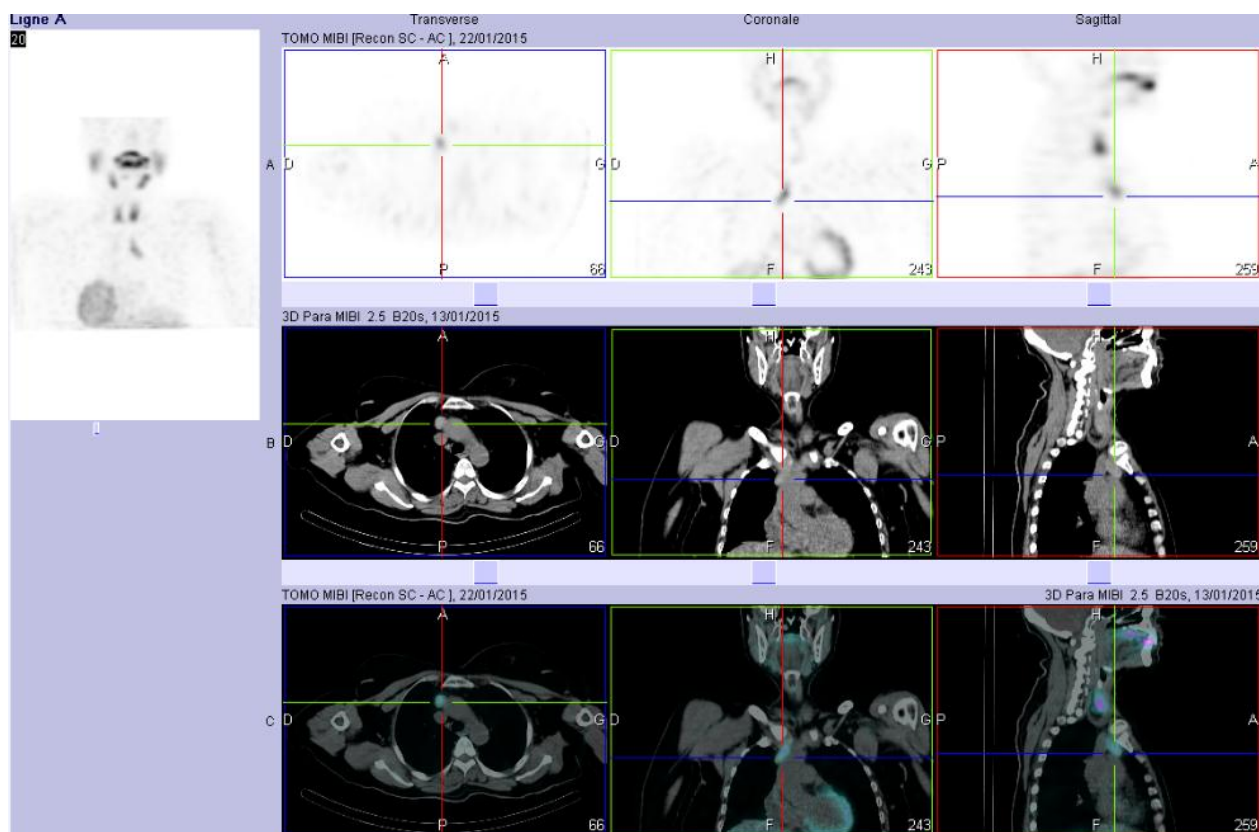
TEMP TDM objective un foyer hyperactif en regard d'une structure nodulaire au niveau du médiastin antérieur en avant de la veine cave supérieure mesurant 16 × 23 mm
